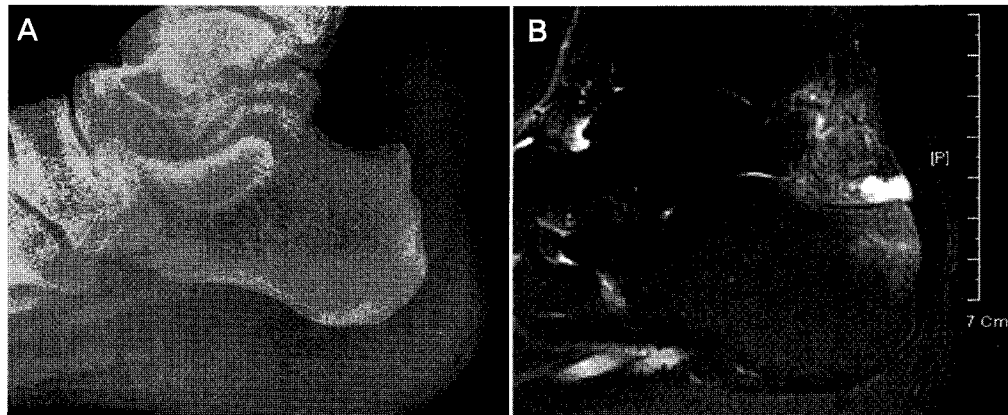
Preoperative radiograph (A) and T2- weighted magnetic resonance imaging (B).
